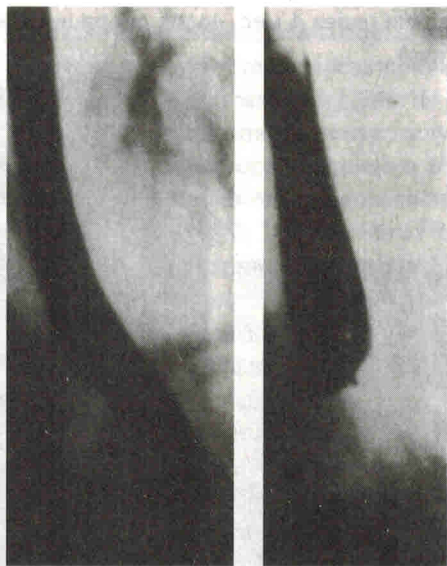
Рентгенограммы пищевода больного Б. с дисфагией, развившейся на 11-й день после селективной ваготомии. Пройодимость пищевода не нарушена (снимок слева), функция кардиального жома сохранена (снимок справа, выполненный на высоте вдоха)
